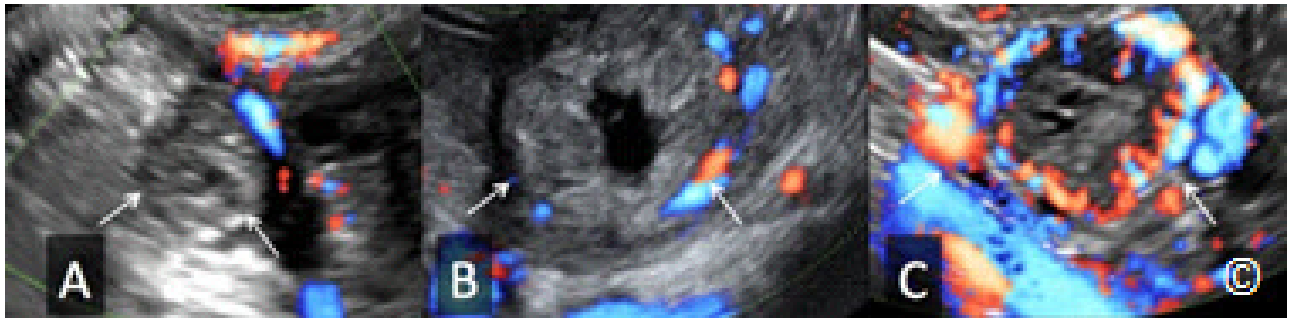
A, B, y C: Embarazos ectópicos tubáricos en A, B y C (flechas) obtenidos por ecografía transvaginal con Doppler en color con escalas de velocidad y filtros similares. Obsérvese los diferentes grados de vascularización entre los embarazos ectópicos de mínimo a ausente en A, moderado en B y excesivo en C. El Doppler en color no es útil en el diagnóstico diferencial de un embarazo ectópico.
